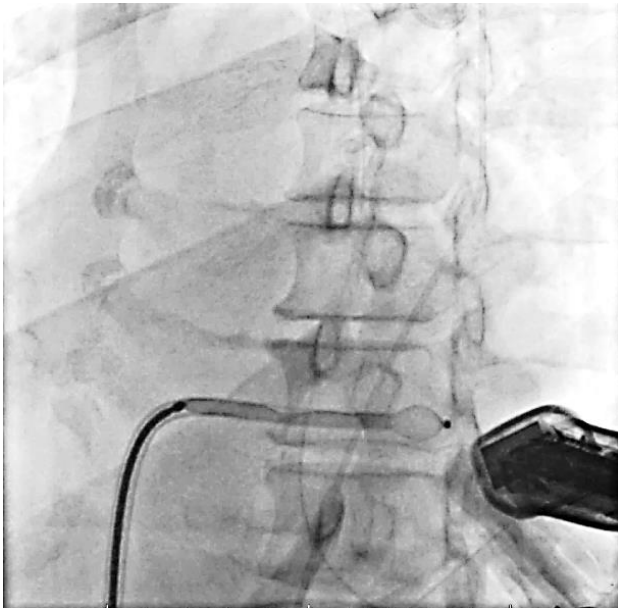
Окклюдер в системе доставки, начальный этап раскрытия левого диска под эхокардиографическим и рентгеноскопическим контролем
